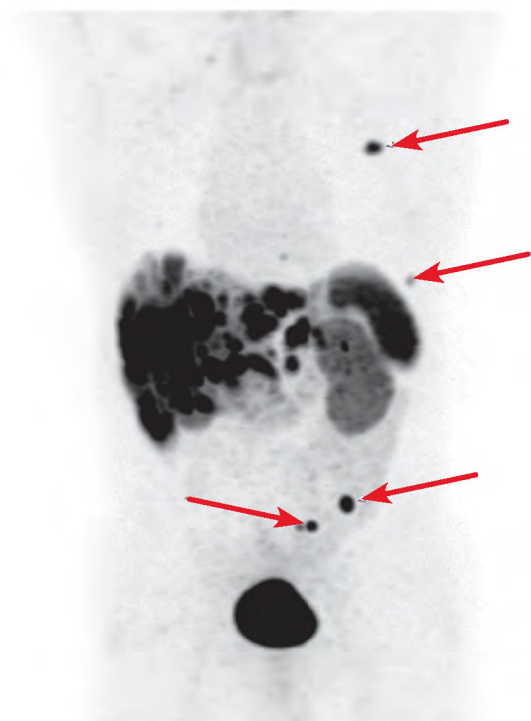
3D-изображение (проекция максимальной интенсивности) ПЭТ/КТ с ^{68}Ga -DOTATATE. Пациент с множественным вторичным поражением печени из НЭО ПЖ. Кроме очагов патологического накопления радиофармпрепарата в печени, определяются очаги в костях (отмечены стрелками). Отмечается физиологическое накопление ^{68}Ga -DOTATATE в почках, селезёнке, мочевом пузыре
